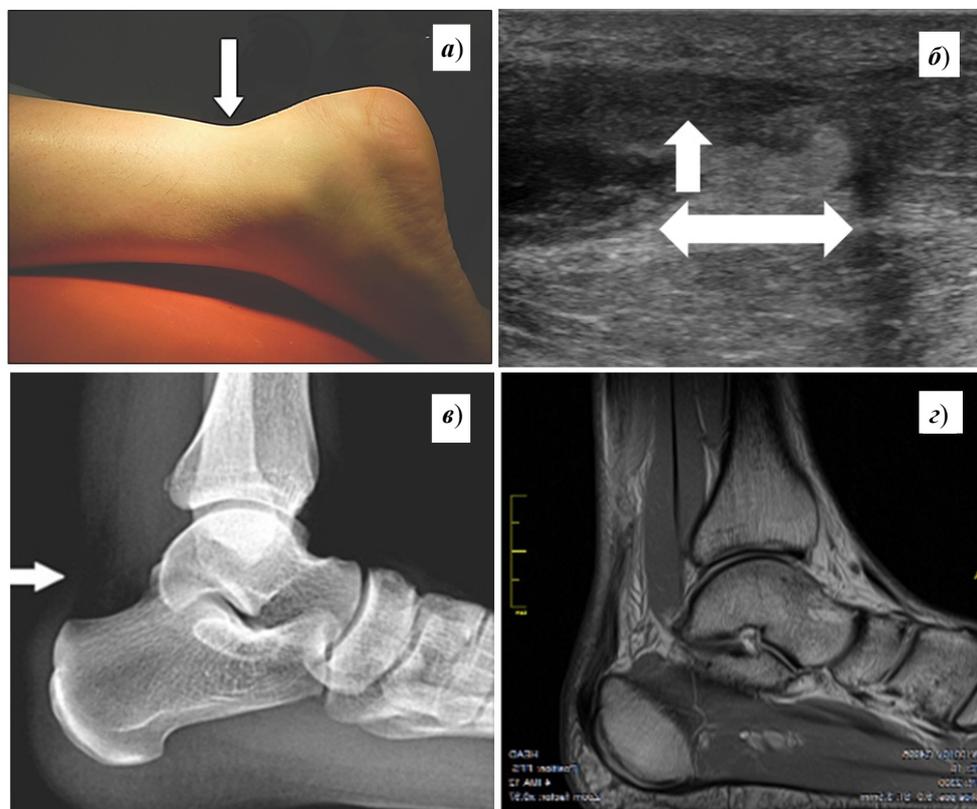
Данные исследования пациентки Д.: *a* – внешний вид нижней трети голени, вид с боку. Стрелкой указано западание тканей в области разрыва ахиллова сухожилия; *б* – картина УЗИ повреждения ахиллова сухожилия; *в* – изменение треугольника Кагер на рентгенограмме в боковой проекции; *г* – картина МРТ повреждения ахиллова сухожилия
